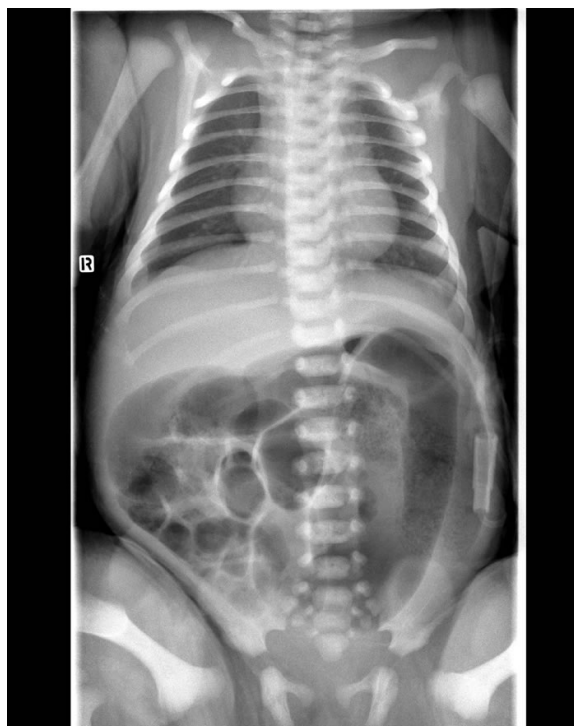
Radiografia diretta di torace ed addome, evidenzia marcata distensione delle anse intestinali e l'assenza del gas a livello rettale. (ingrandisci)
